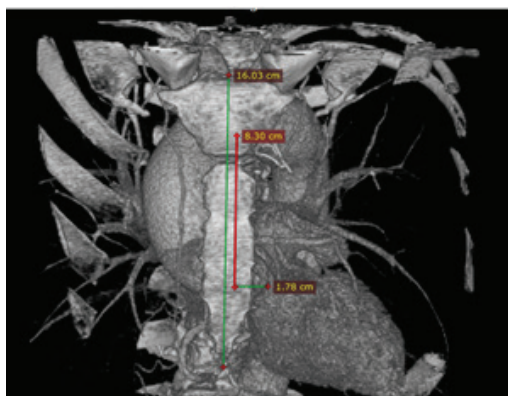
Мультиспиральная компьютерная томография с контрастированием
